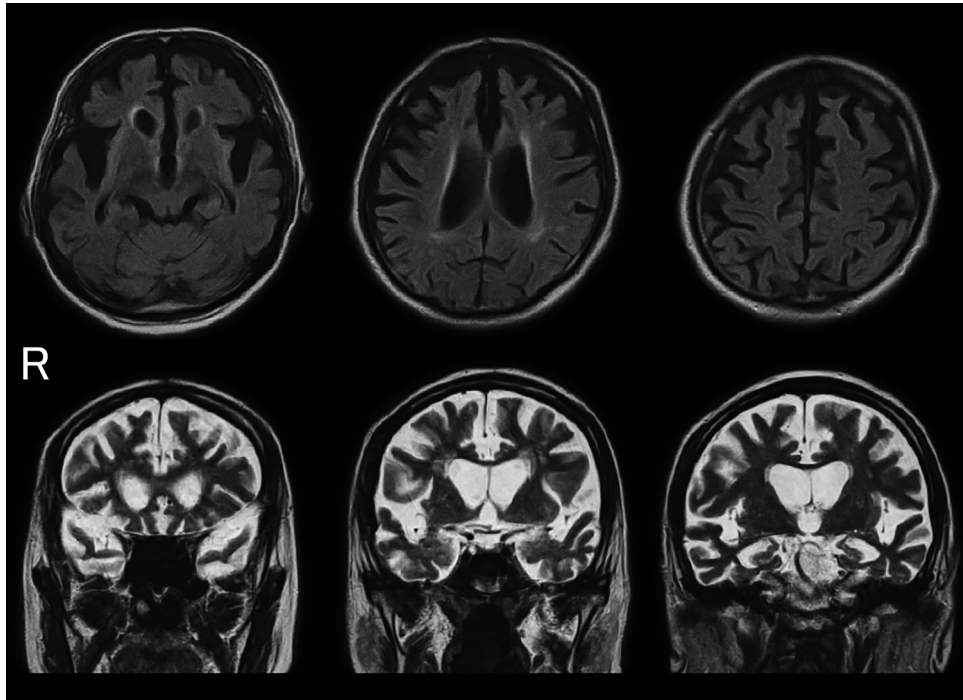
MRI of the head. Symmetrical atrophy of the bilateral frontal lobes and anterior temporal lobes are revealed. Atrophy of the midbrain tegmentum is also shown. Upper row: fluid-attenuated images, axial section (TR = 8,000, TE = 120). Lower row: T₂-weighted images, coronal section (TR = 4,500, TE = 105). 'R' indicates the right side.
